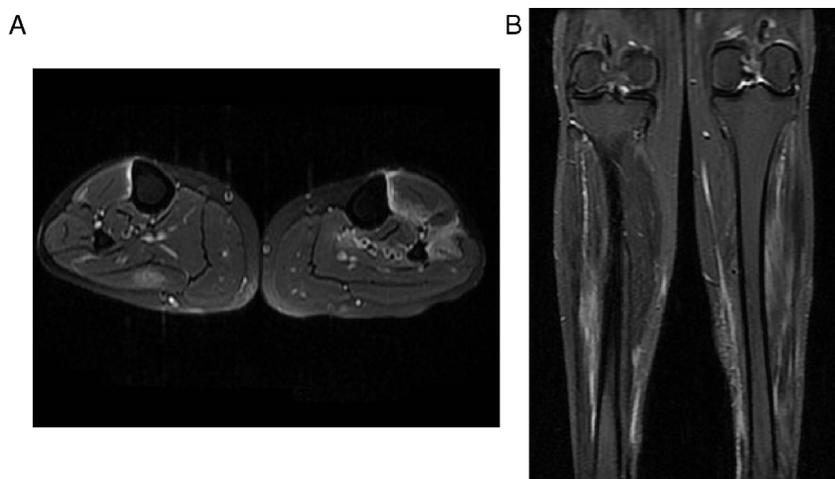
Imágenes de RM del cuello de piernas comparativas. A) Axial PD con saturación grasa. B) Coronal PD con saturación grasa. Muestran edema de los músculos en el compartimento posterior de la pantorrilla derecha y de los músculos en el compartimento anterior de la pantorrilla izquierda. Se debe destacar el importante grado de edema y cambios de fasciitis.
